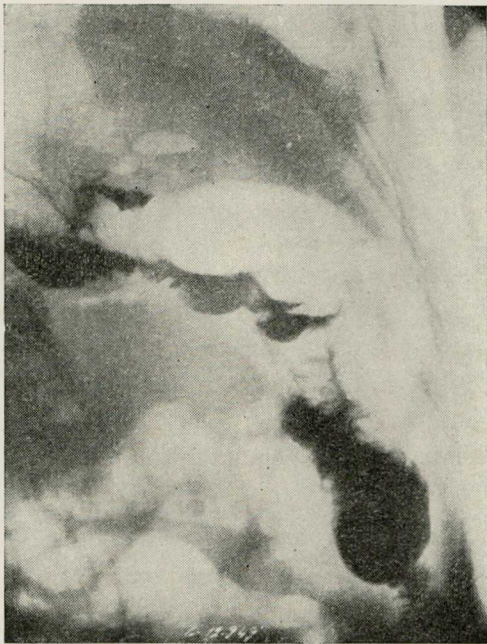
Radiografia 1 mês após a operação
